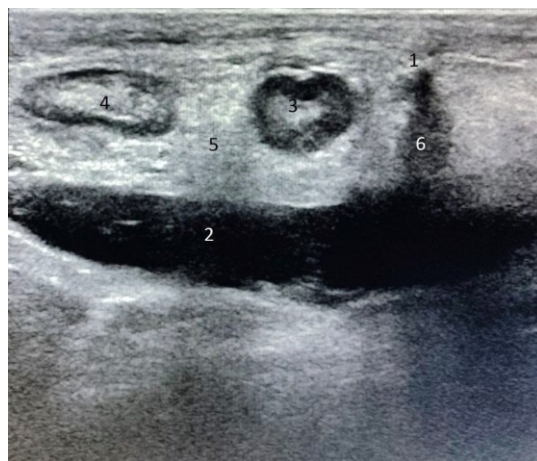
Пациентка Н., 44 года. Диагноз: правосторонняя паховая грыжа. УЗИ паховой области после грыжесечения по способу Лихтенштейна, осложнённого послеоперационным инфильтратом: 1 – сетчатый имплантат; 2 – серома с признаками инфицирования; 3, 4 – увеличенные лимфатические узлы; 5 – инфильтрат под апоневрозом; 6 – свищевой ход
